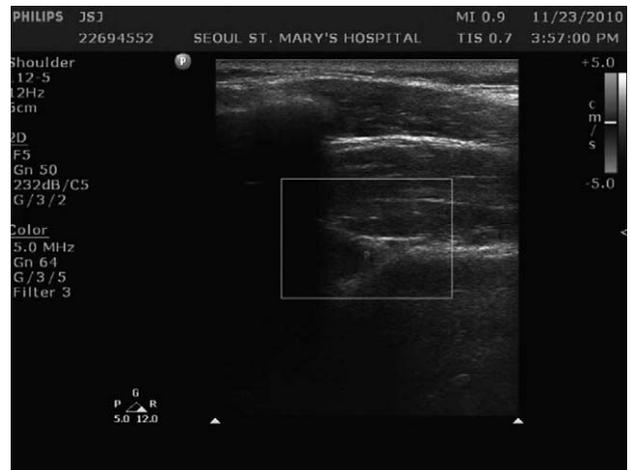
Suprascapular artery was noted under Doppler sonography.
